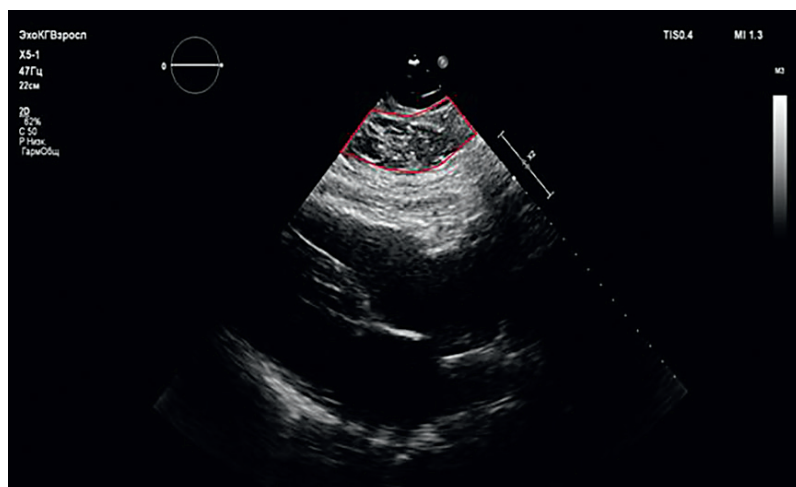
Пример эхокардиографического изображения для оценки эпикардиального жира в проекциях по длинной оси
